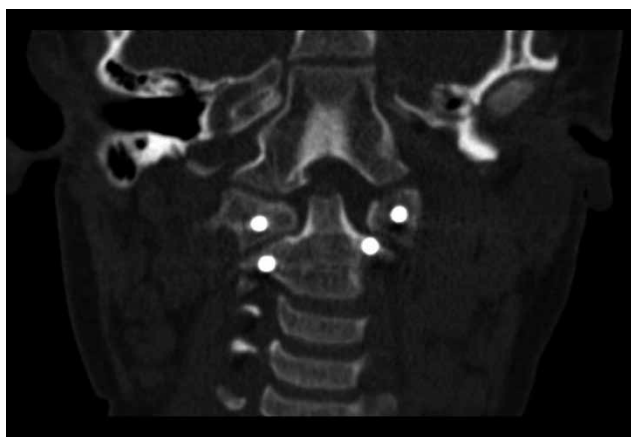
Chlapec, věk 4+8, s ventrální a vertikální AOD (atlantoaxiální distrakce), léčený operačně repozicí a okcipitocervikální fixací C0-C1-C2 fixátorem s polyaxiálními šrouby (S4 Cervical, Aesculap, Německo): a – předoperační CT frontální rekonstrukce, b – předoperační CT sagitální rekonstrukce, c – předoperační CT sagitální rekonstrukce v rovině pravého atlantoockipitálního kloubu, d – předoperační CT sagitální rekonstrukce v rovině levého atlantoockipitálního kloubu, e – předoperační 3D CT rekonstrukce, pohled zezadu, f – předoperační 3D CT rekonstrukce, pohled zepředu, g – předoperační MR ve frontální rovině, h – předoperační MR v sagitální rovině v úrovni pravého atlantoockipitálního kloubu, i. pooperační CT frontální rekonstrukce, j – pooperační CT sagitální rekonstrukce, k – pooperační CT sagitální rekonstrukce v rovině pravého atlantoockipitálního kloubu, l – pooperační CT sagitální rekonstrukce v rovině levého atlantoockipitálního kloubu, m – pooperační 3D CT rekonstrukce, pohled zezadu, n – pooperační 3D CT rekonstrukce, pohled z boku.
